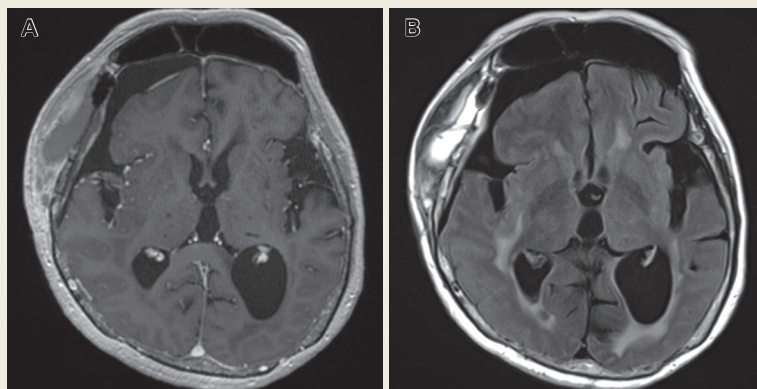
MRI findings on postoperative day 16
